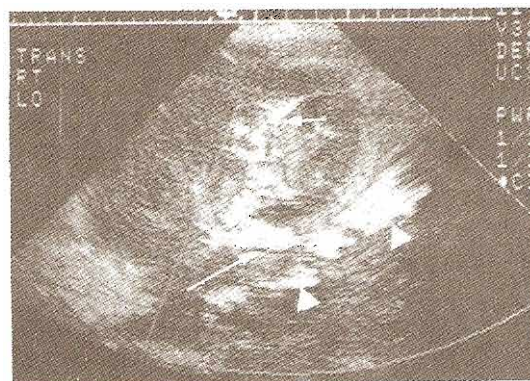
Escala de grises y sonografía Doppler: Reacción aguda en un trasplante renal. Arriba izquierda: Imágenes ultrasonográficas en escala de grises de un trasplante renal que muestran pérdida de la diferenciación corticomedular. Una pequeña colección de líquido se observa dentro de la pelvícula renal (flecha). Los vasos ilíacos primitivos externos se observan como estructuras hipoeoicas tubulares (cabeza de flecha). Arriba derecha y abajo izquierda: Imágenes de Doppler a color que demuestran el flujo dentro de las arterias ilíacas primitivas externas (cabeza de flecha), la arteria trasplantada (flecha larga) y las arterias interlobulares (flecha corta). Abajo derecha: Análisis espectral Doppler que revela un índice de resistencia elevado de 0.84. Los hallazgos son compatibles, aunque no específicos, de reacción aguda.
